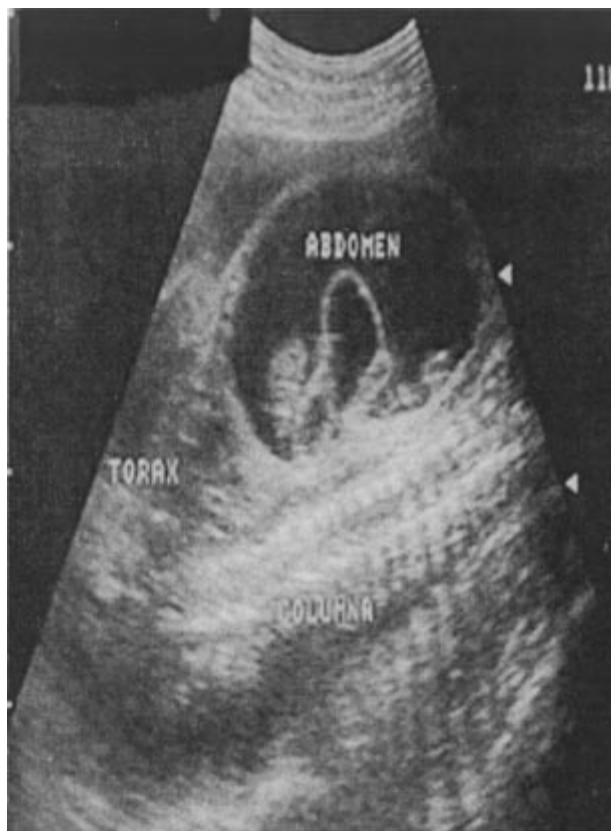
Ultrasonido a las 33 semanas de gestación, muestra una gran cantidad de líquido libre en cavidad abdominal.
